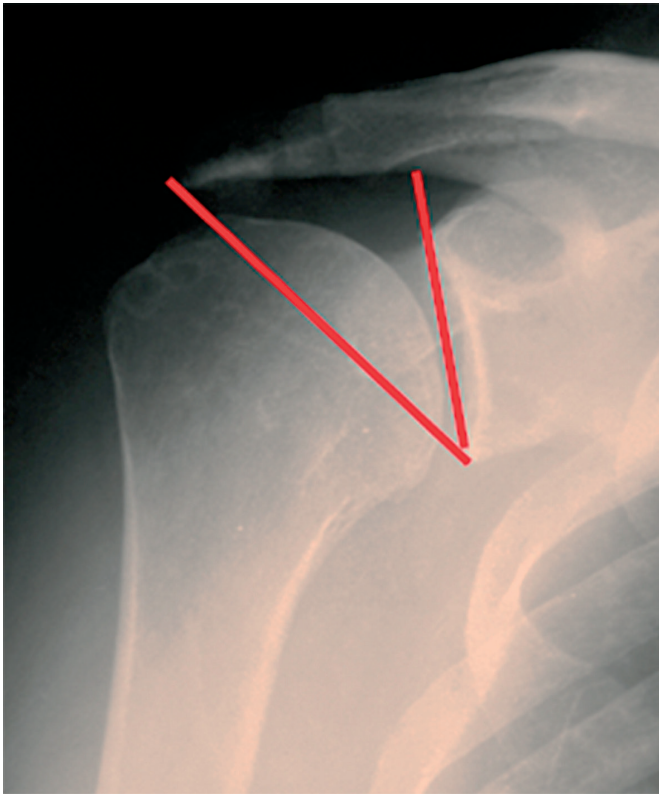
Рентгенограма плечового суглоба (лінії, проведені від верхнього до нижнього полюса суглобової западини лопатки та від латерального краю акроміона до нижнього полюса суглобової западини лопатки, використовуємо для вимірювання критичного кута плеча)
